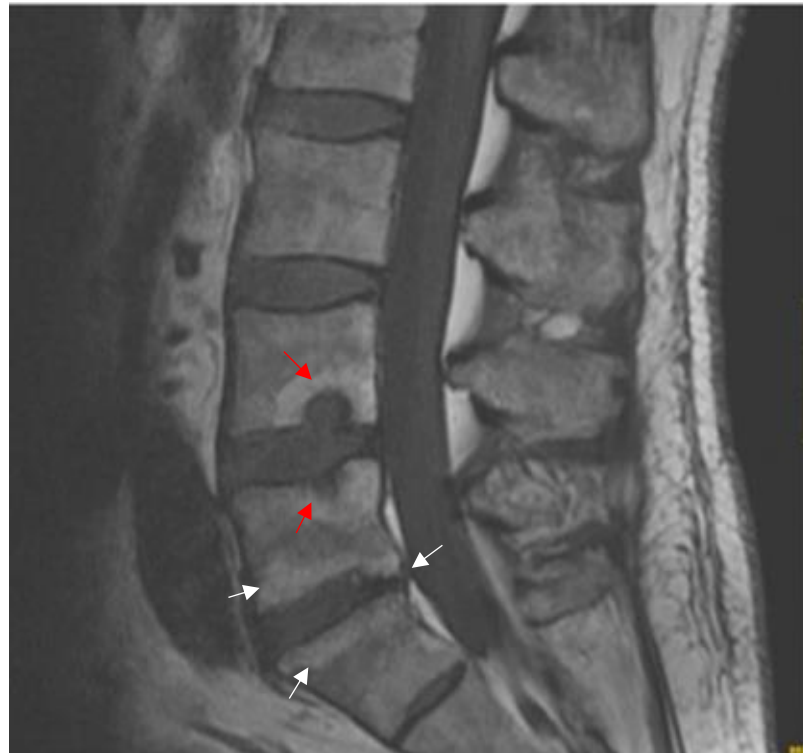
RM de columna lumbar, corte sagital, secuencia T1, en la que se evidencian Nódulos de Schmorl: hernias intraesponjosas del núcleo pulposo en las vértebras adyacentes, en este caso en el platillo inferior de L4 y en el superior de L5 (flechas rojas). Incipientes cambios degenerativos en el nivel L5-S1 (flechas blancas). Modificado de Fondo de imagen de la Sociedad Española de Reumatología Dr. Fernández Prada. <https://fondodeimagen.ser.es/core/gallery> (17).
